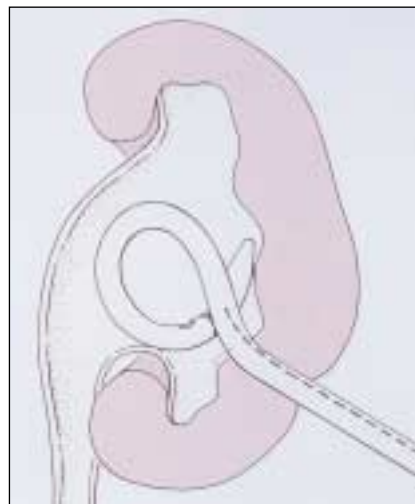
Perkutane Nephrostomie bei Harnstauungsniere: In Lokalanästhesie wird der Drainagekatheter unter sonografischer Kontrolle in das dilatierte Nierenbecken eingelegt.
